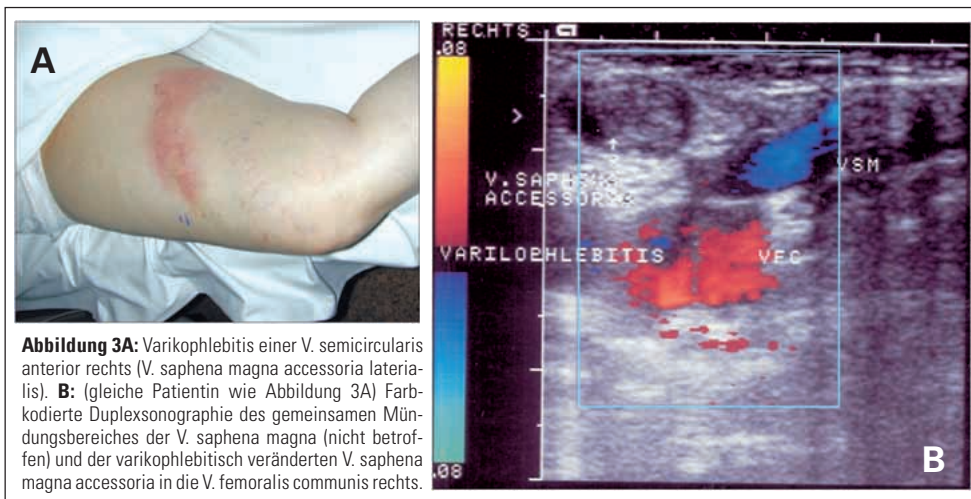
Varikophlebitis einer V. semicircularis anterior rechts (V. saphena magna accessoria lateralis). B: (gleiche Patientin wie Abbildung 3A) Farbkodierte Duplexsonographie des gemeinsamen Mündungsbereiches der V. saphena magna (nicht betroffen) und der varikophlebitisch veränderten V. saphena magna accessoria in die V. femoralis communis rechts.
